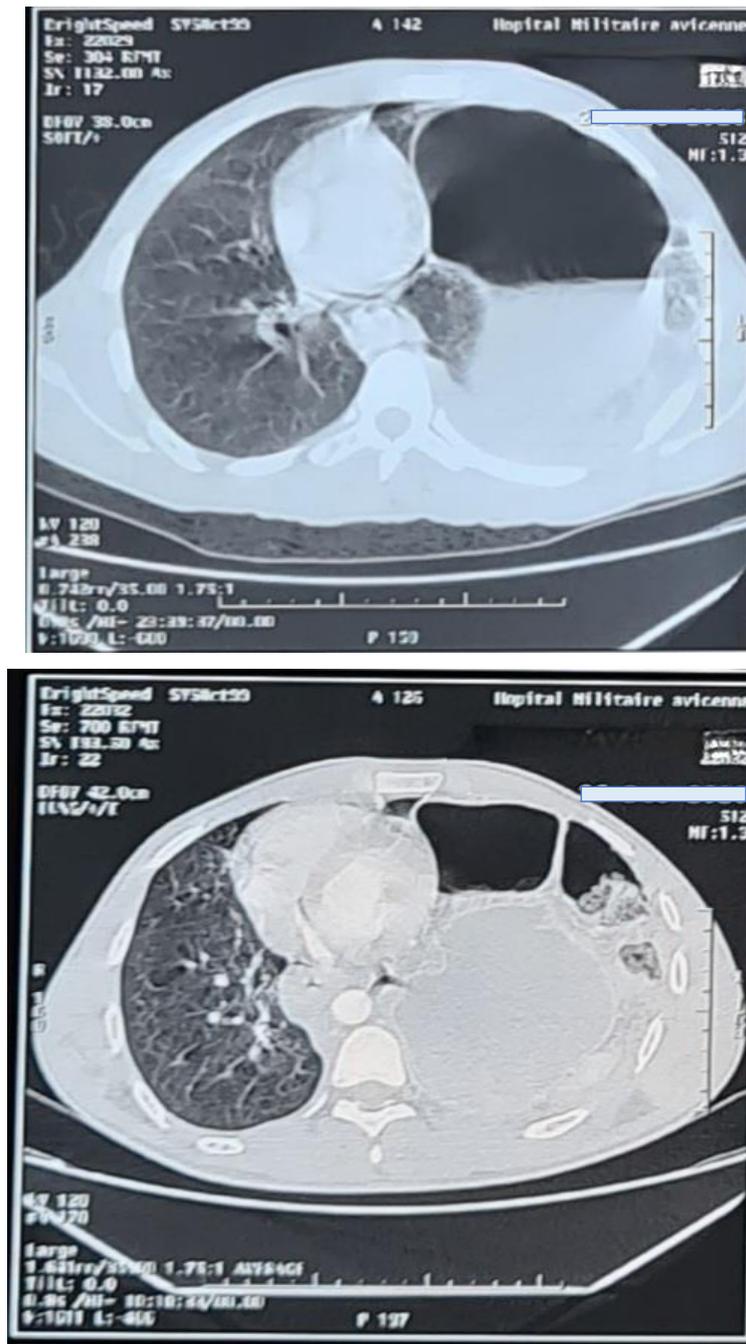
TDM thoracique coupe axiale : Hernie de l'estomac et de l'angle colique gauche en intrathoracique gauche
